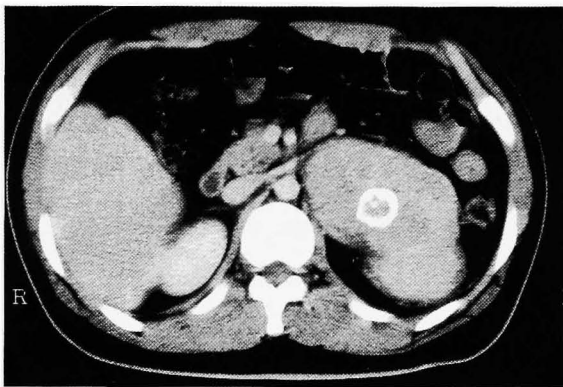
Computed tomography revealed a large left adrenocortical carcinoma heterogeneously enhanced with ringed calcification.
